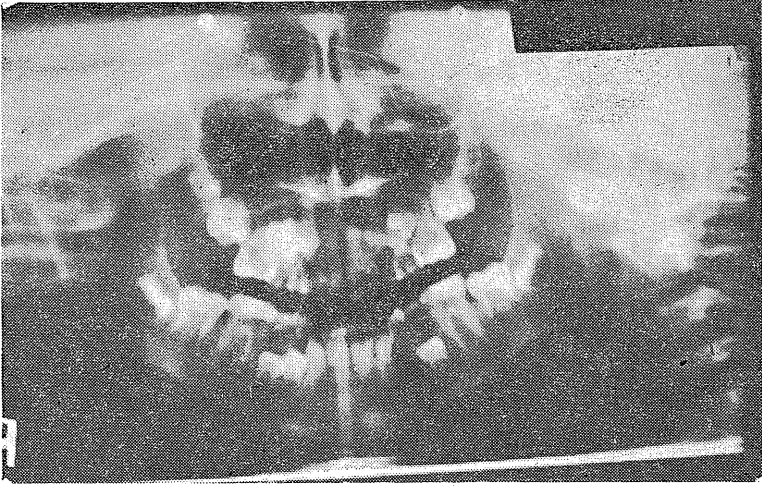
Dişleri, diş kavislerini ve çeneleri incelemek için çekilmiş ortopantomograf.
